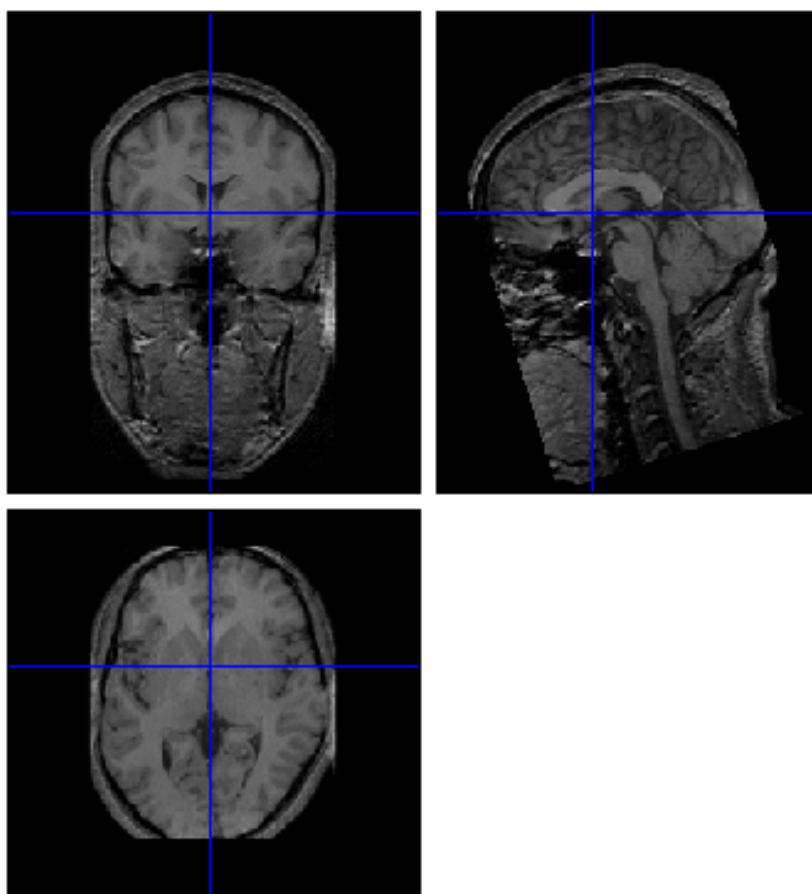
Imagem de ressonância magnética mostrando a comissura anterior como origem.
